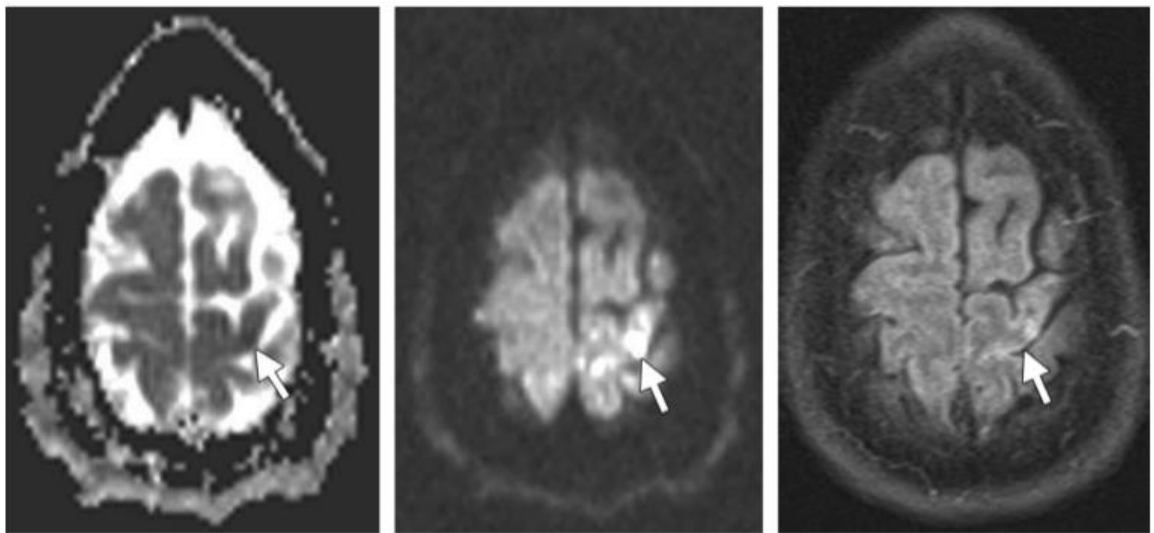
EVC hiperagudo temprano en una mujer de 49 años con debilidad y rigidez en la extremidad inferior derecha. El mapa ADC y la imagen de difusión muestran un área de restricción en la corteza motora izquierda (flecha). La imagen FLAIR muestra un área de hiperintensidad (flecha). Tomado de RadioGraphics 2012; 32:1285–1297
